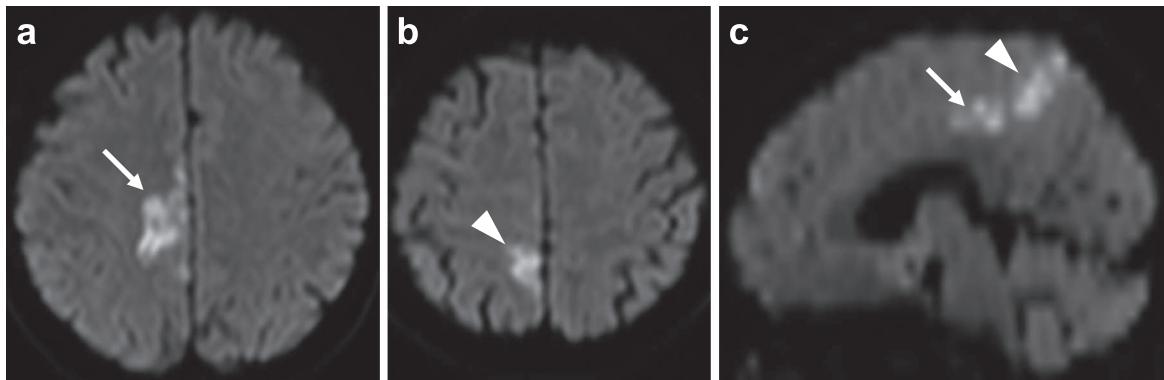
Brain MRI findings on admission a, b; axial, c; sagittal (reconstruction).
